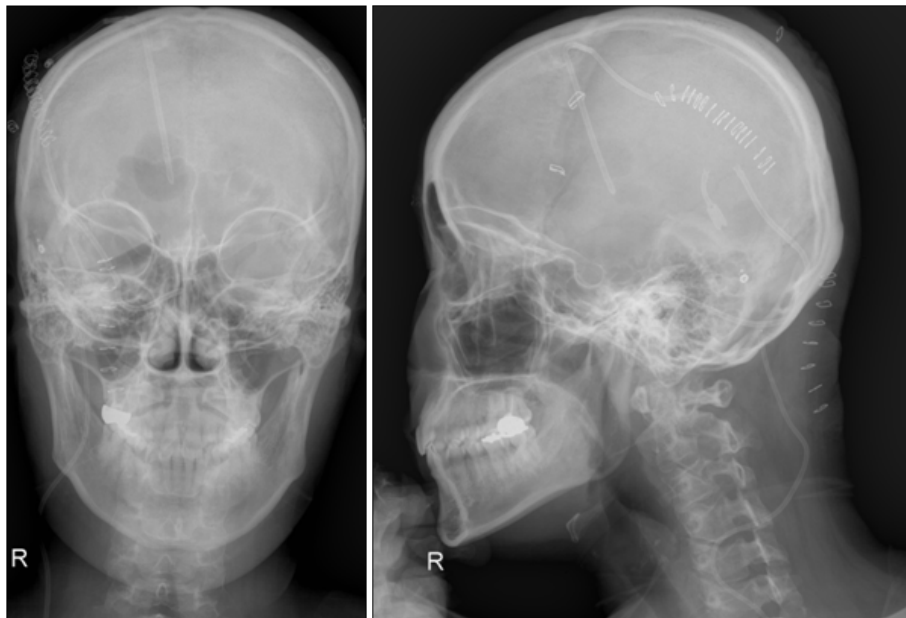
Skull simple X-ray after 2nd shunt operation. Using 3-way connector, proximal catheters located at lateral and 4th ventricle was connected to form a one way out system. Two proximal catheters and one valve system finally set.
